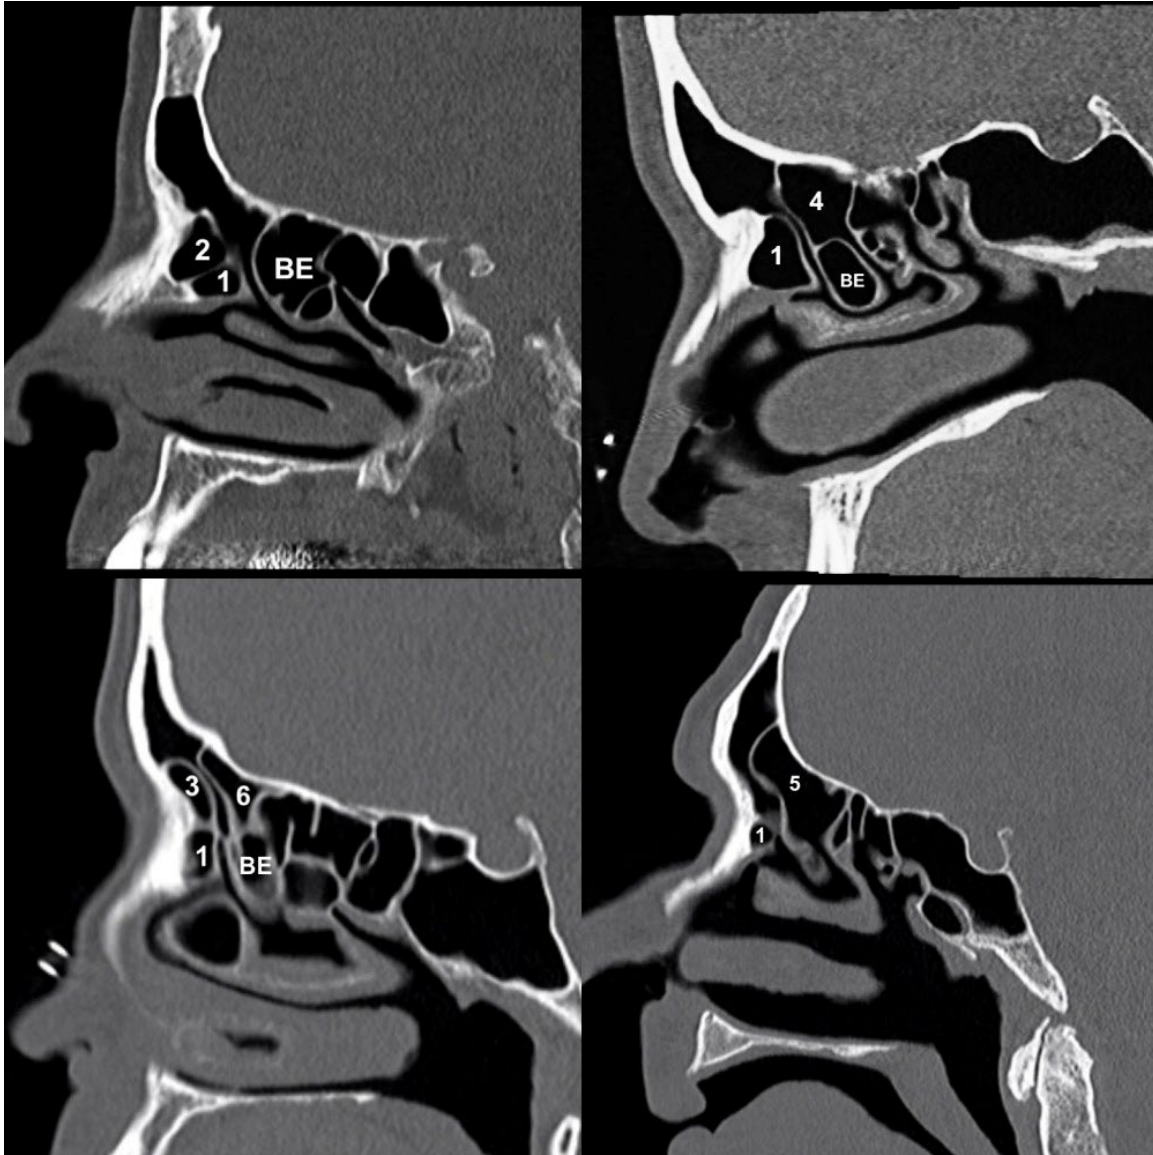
Computed tomography of paranasal sinuses showing examples of International Frontal Sinus Anatomy Classification cells. 1: Agger nasi cell, 2: Supra agger cell, 3: Supra agger frontal cell, 4: Supra bulla cell, 5: Supra bulla frontal cell, 6: Supraorbital ethmoidal cell. BE: Bulla ethmoidalis
